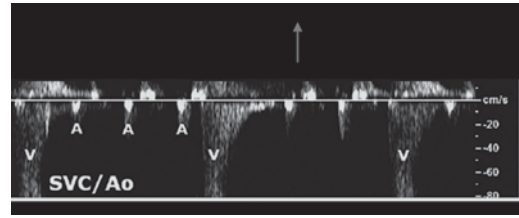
■ Ecocardiografía fetal.
